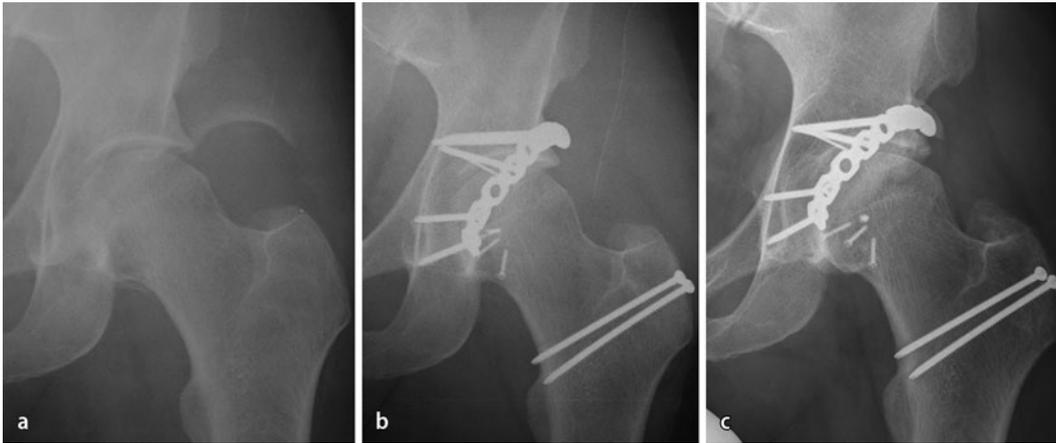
◀ a 43-jähriger Mann mit einer Pipkin-IV-Luxationsfraktur. b Die Frakturen des Acetabulums und des Femurkopfes wurden via chirurgischer Hüftluxation reponiert und fixiert. c Das Verlaufsröntgenbild 4 Jahre postoperativ zeigt eine unveränderte Stellung des Gelenks ohne Hinweise für eine sekundäre Degeneration
